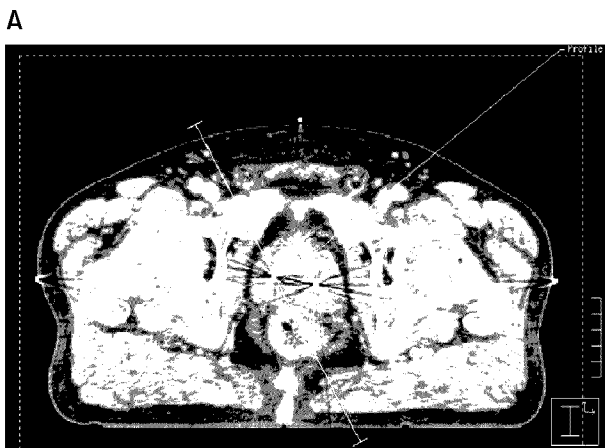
(A) Planning CT image captured in Pinnacle<sup>3</sup>. Two seed markers inside a prostate were shown clearly with an artifact. (B) CT number profile along the oblique line as drawn in (A). CT number at the position of the seed marker was obviously greater than that of elsewhere, thus it was easy and accurate to find out the location of seed markers using the difference of threshold value.
